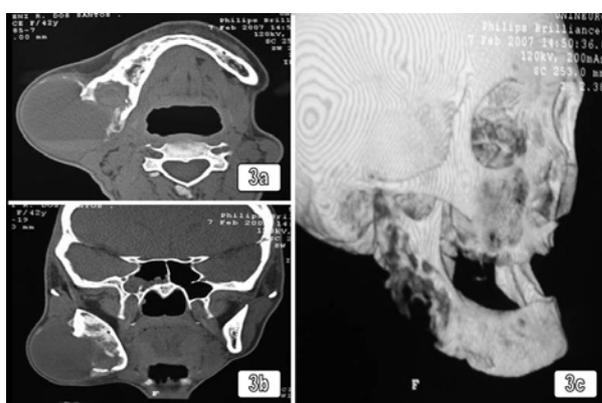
(a; b; c) TC em cortes axial, coronal e reconstrução em 3D, demonstrando a extensa destruição óssea, com reabsorção da cortical óssea vestibular, envolvendo a região de corpo, ângulo e ramo mandibular direito.
